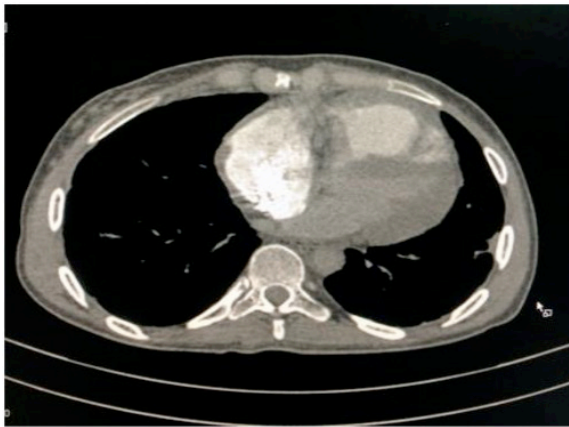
Angiotomografia de artérias pulmonares.
